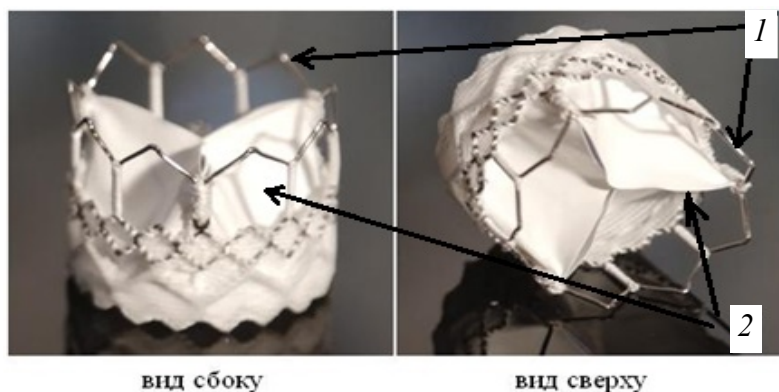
Протез аортального клапана «МедЛАБ-КТ»:
